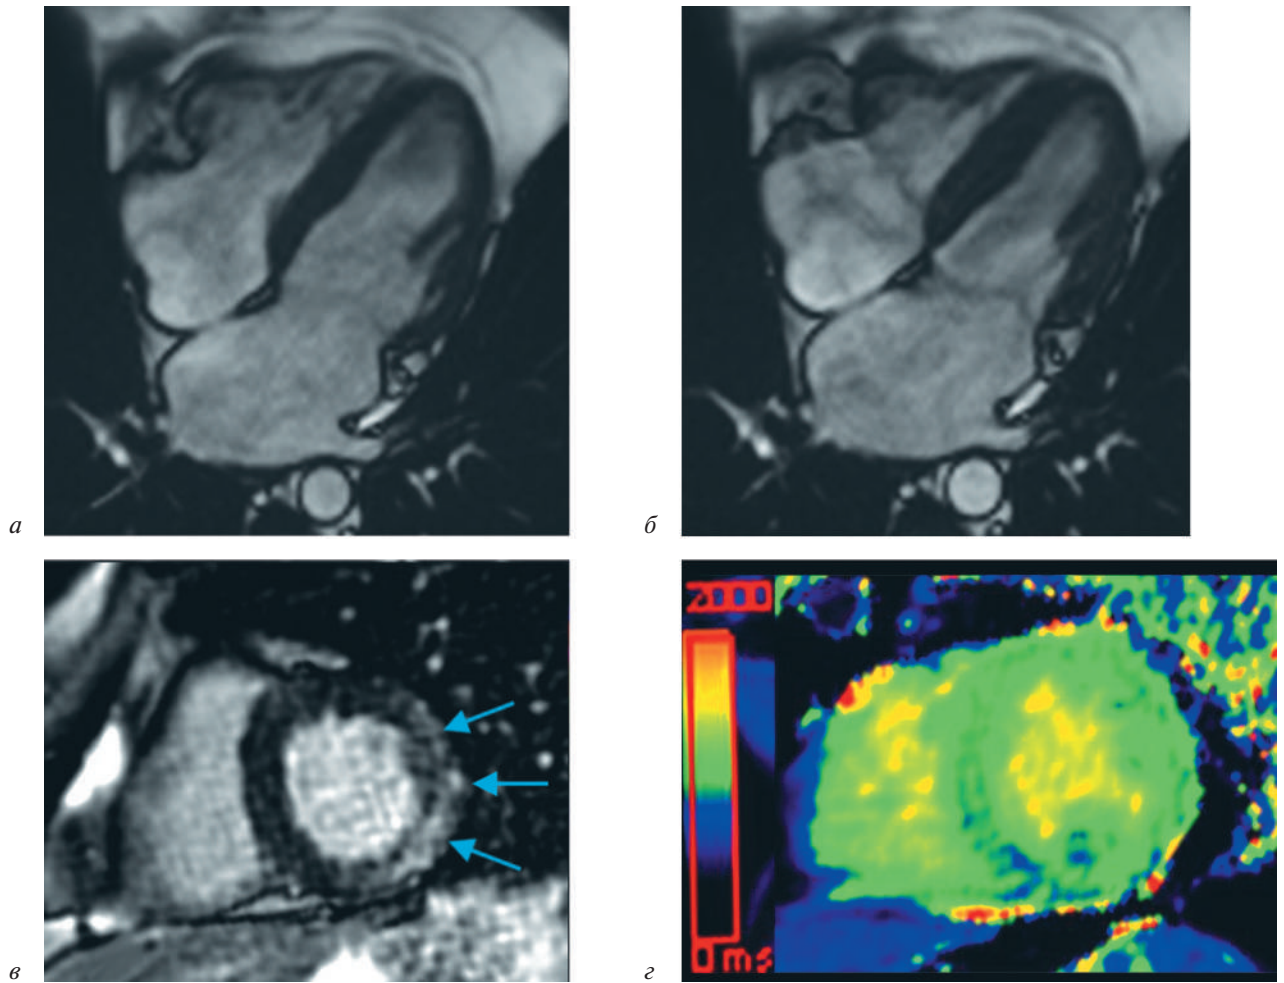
Магнитно-резонансная томография сердца. Нерезко выраженная гипертрофия миокарда межжелудочковой перегородки с интрамиокардиальным фиброзом миокарда без признаков дилатации полости ЛЖ:
